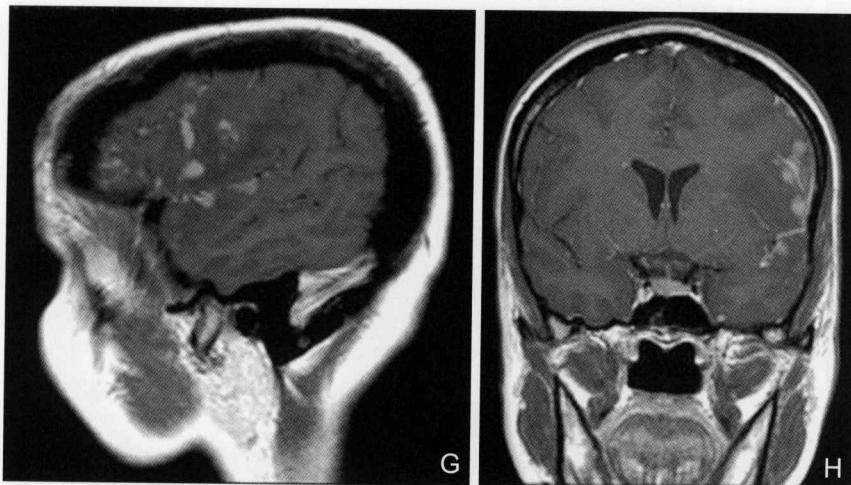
A. T₁WI; B. T₂WI; C. EPI-GRE; D. DWI; E. ADC; F. CE T₁WI; G. CE T₂WI; H. T₁WI
